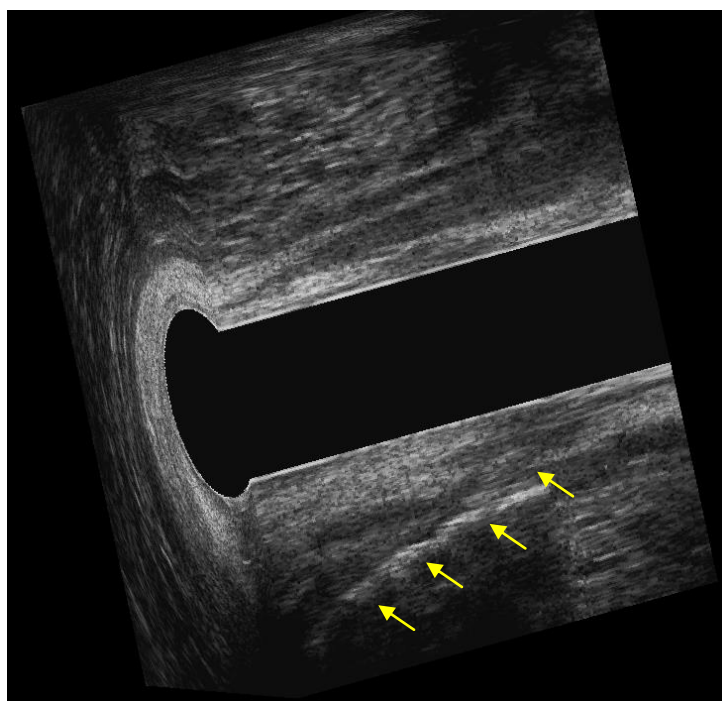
Imágenes con ecografía endoanal tridimensional de un trayecto fístuloso transesfintérico. a. Imagen en vacío; b. Imagen tras la inyección de agua oxigenada a través del OFE.
